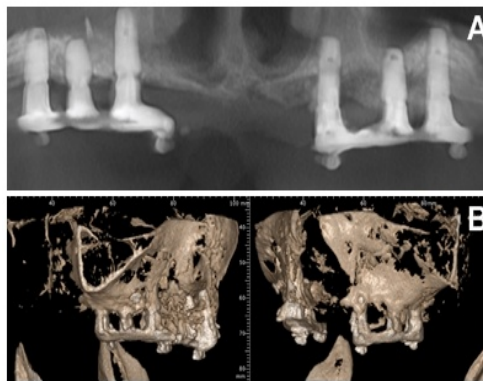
Aspect CT la 2 ani: A. Normă frontală; B. Reconstrucție 3D
